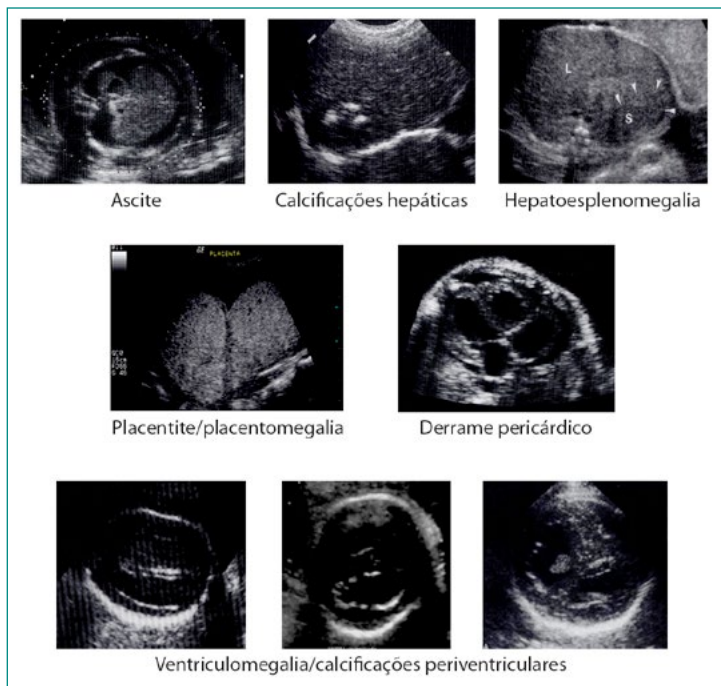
Sinais ultrasonográficos de infecções por CMV
